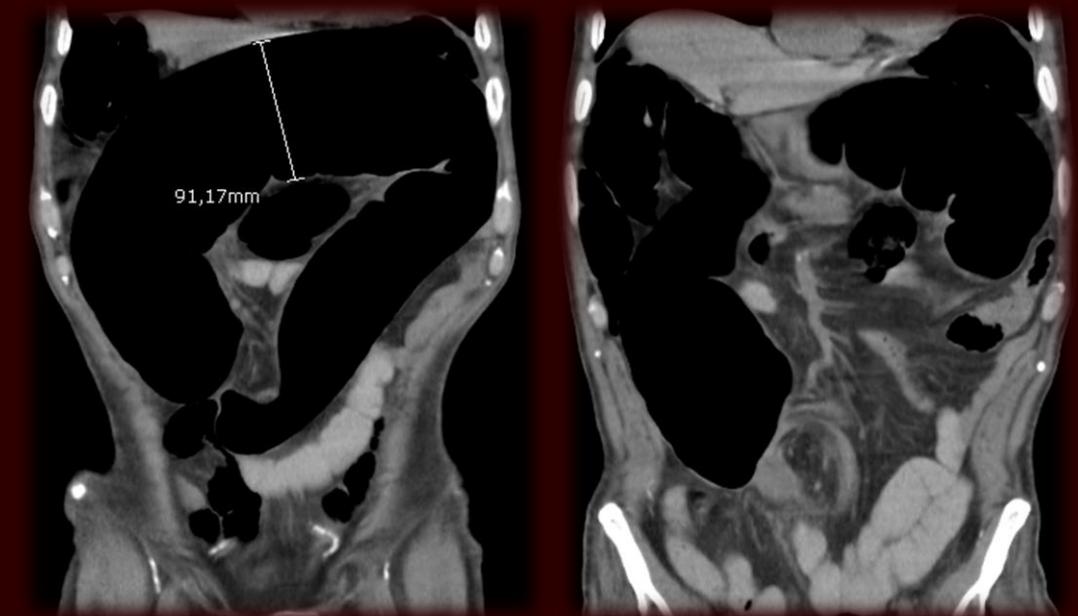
Cortes axiales y coronales de tomografía computarizada donde se identifica signo de asa cerrada, dilatada, ingurgitación de vasos mesentéricos y signo de remolino adyacente.
